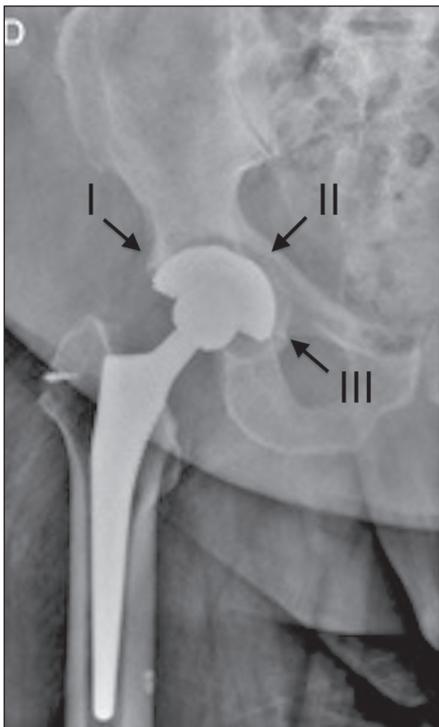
Radiografia anteroposterior do quadril direito com osteólise nas zonas I, II e III (setas) do componente acetabular direito.
